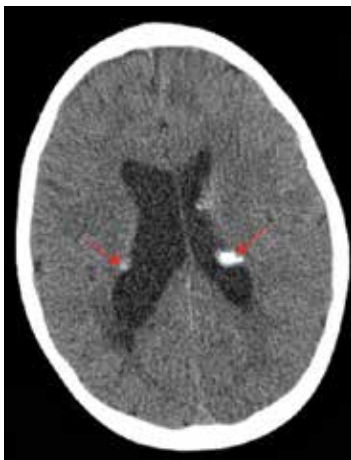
КТ, аксиальные срезы. Кальцификаты в субэпендимальных узлах (стрелки)
